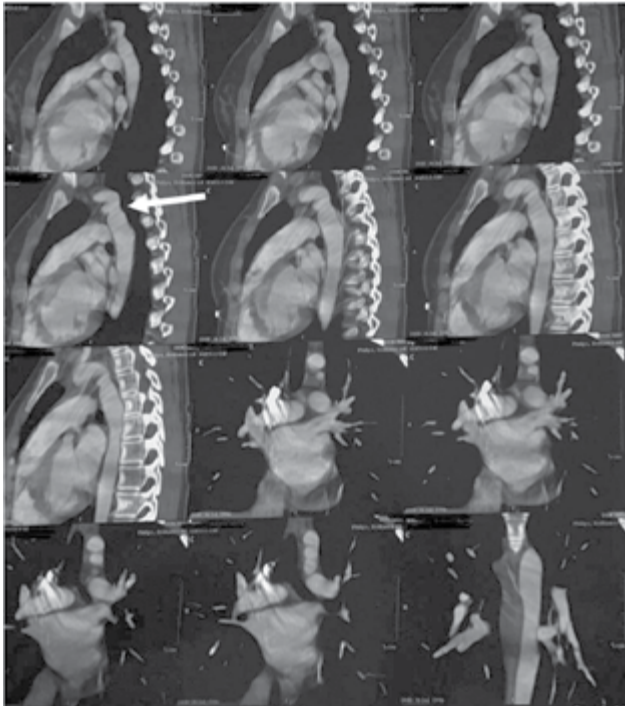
КТ (візуалізація аневризмоподібного вип'ячування, вказано стрілкою), 20.03.2022
